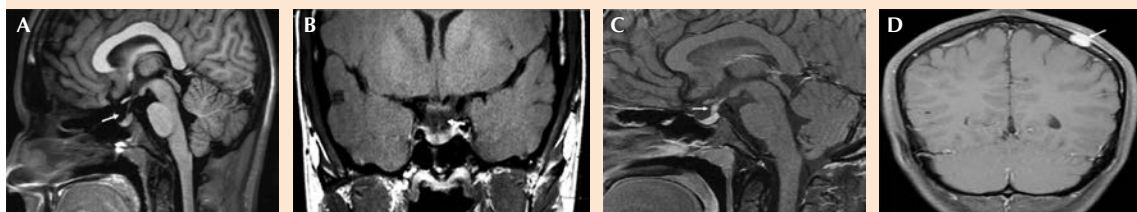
A. Resonancia magnética inicial. Sagital T1. Se identifica un aracnoidocele selar que comprime la porción dorsal de la glándula hipofisis, sin ninguna otra alteración morfológica visible. B. Coronal T1. Se observa de forma clara el aracnoidocele. C. Resonancia magnética de seguimiento. Sagital T1 ocho meses después. Se observa un engrosamiento de 4.2 mm en el tallo hipofisario, con engrosamiento en el plano sagital > 3 mm en la región proximal y > 2 mm en la región distal. D. Axial T1. Se aprecia la metástasis en el hueso parietal izquierdo que muestra una lesión lítica en la imagen.
